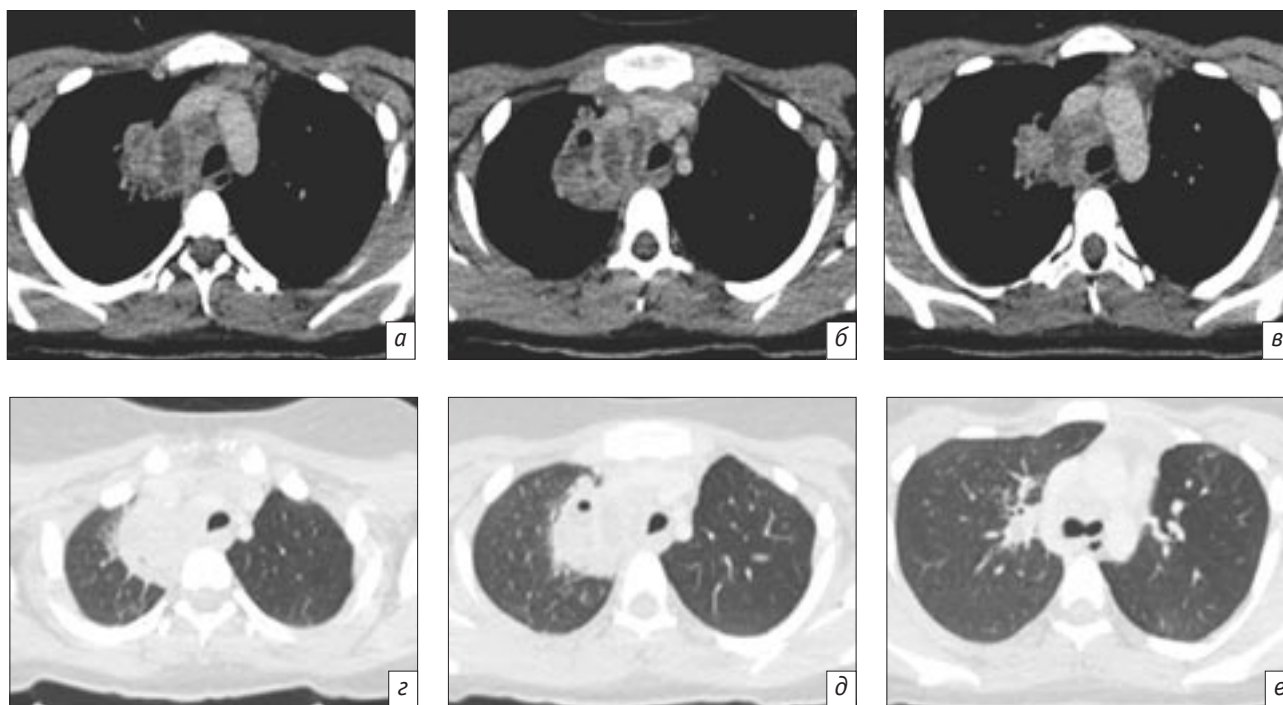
Компьютерная томография органов грудной клетки в медиастинальном (а, б, в) и легочном (z, д, е) режимах.
